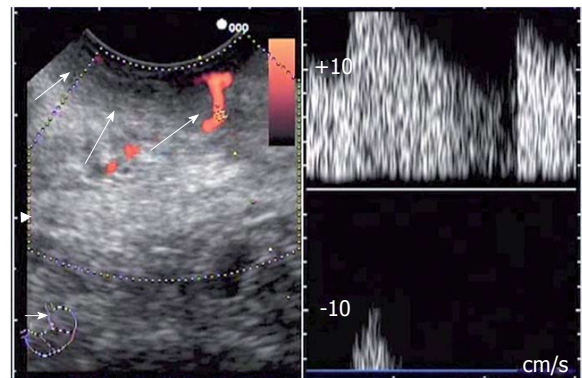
超声内镜可见一粗大血管(箭头所示)由直肠周围脂肪组织穿过固有肌层(箭头所示), 到达黏膜表面而血管管径没有逐渐变细, 脉冲多普勒提示为动脉血流. 引自参考文献[35].
